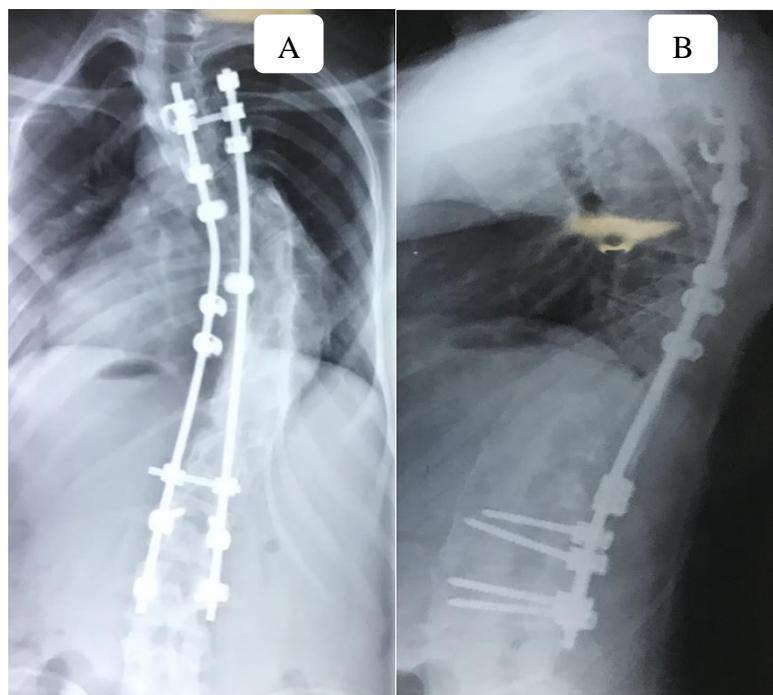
Radiographie de contrôle après 4ans de recul : A) de face, B) de profil
